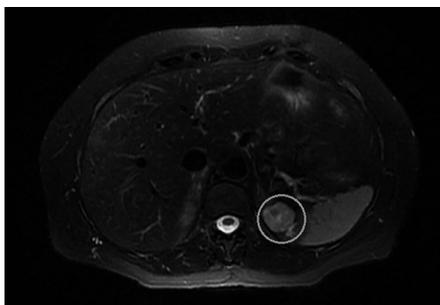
Resonancia Magnética Nuclear T2 supresión grasa plano axial..
